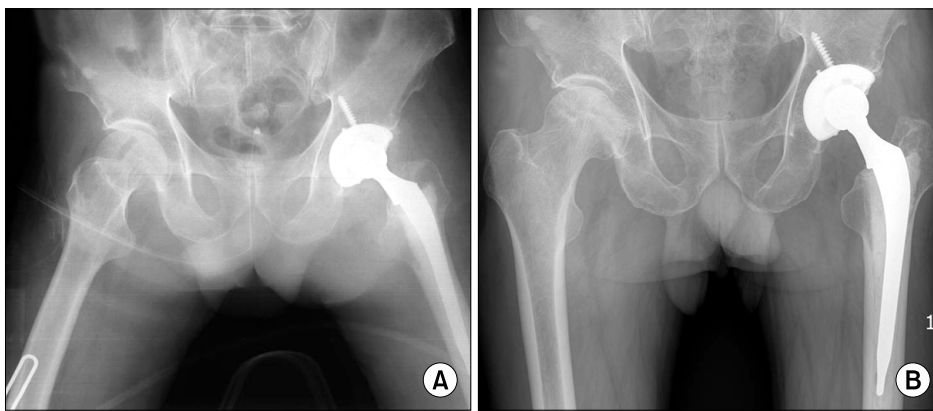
Case of femoral cement grade C1. (A, B) Postoperative AP radiograph of a 68-year-old male patient with cement grade C1 and a POD 2.5 year follow up AP radiograph.
